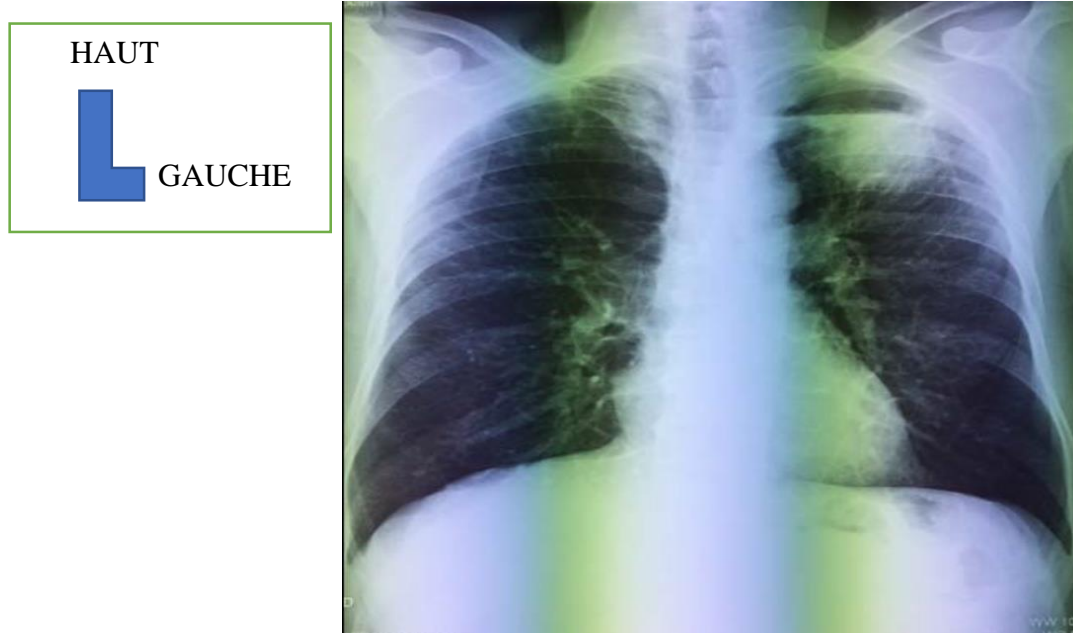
Radiographie thoracique de face montrant une opacité apicale lobaire supérieure gauche excavée [34]
